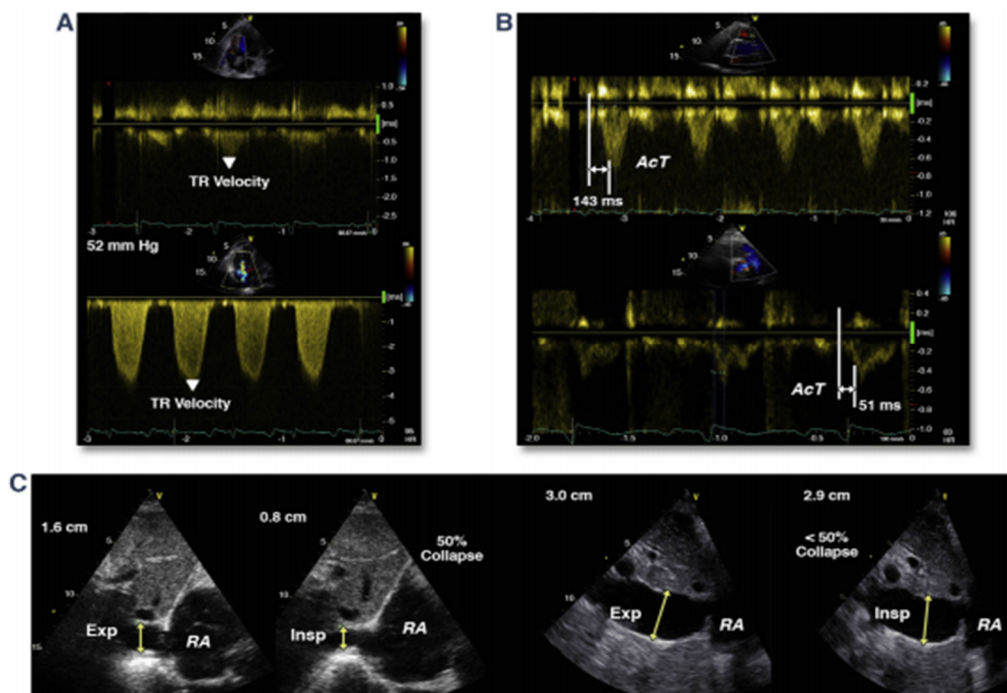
Évaluation échocardiographique de base de l'hypertension artérielle pulmonaire. L'évaluation de l'HTAP comprend des mesures de la vitesse du flux de la régurgitation tricuspide (TR velocity) (A), du temps d'accélération pulmonaire (AcT) (B) et du diamètre de la veine cave inférieure (C). (RA oreillette droite).
